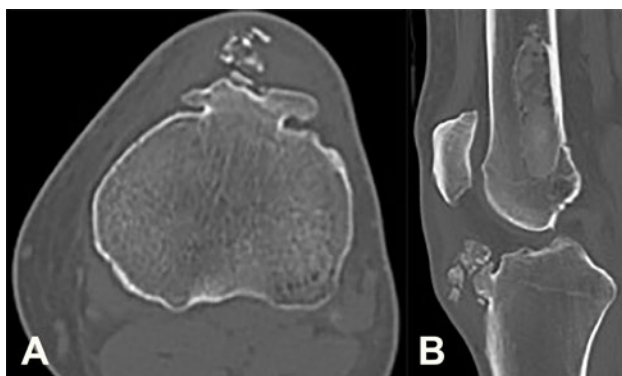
Corte axial (3a) y sagital (3b) de TAC donde se observa la lesión exofítica de contornos irregulares, dependientes de la TAT. En la metáfisis femoral puede observarse además la lesión esclerosa de bordes bien delimitados (3b).
